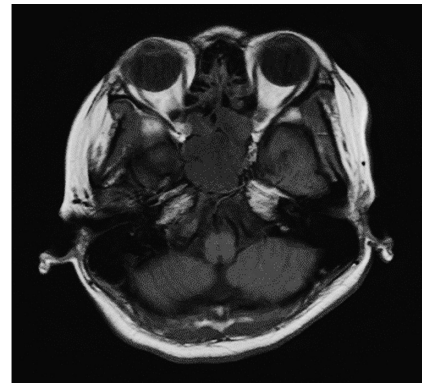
頭部単純 MRI (T1WI) 左優位に蝶形骨洞内に低信号を認める
